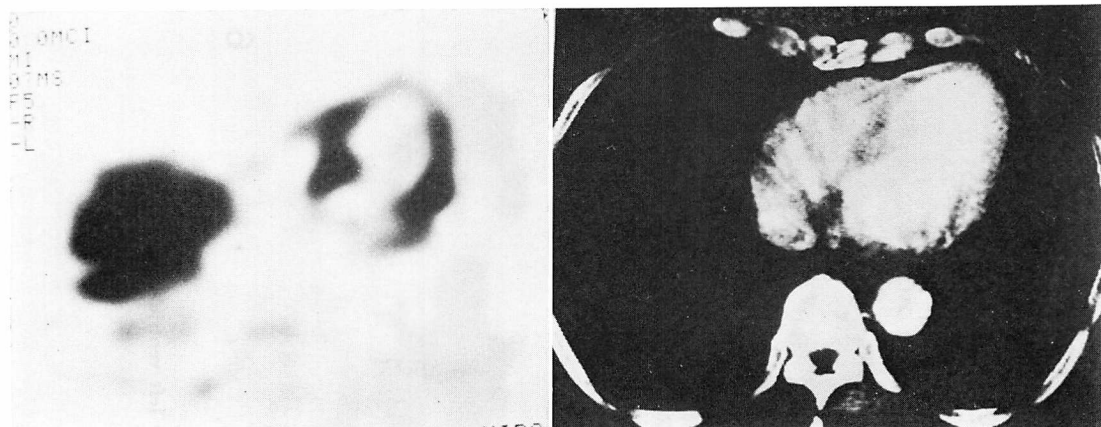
PCT and X-ray CT images obtained at the midventricular level in Case 3.
